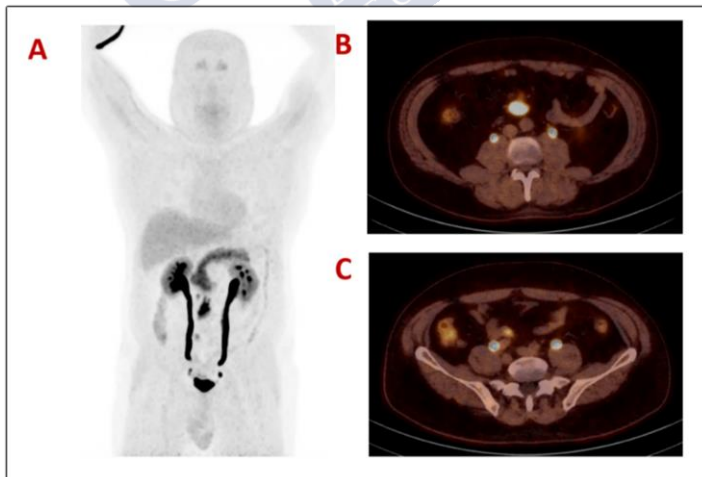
Estudio ^{18}F -FDOPA PET/TC en un paciente con TNE con tumor primario de origen desconocido.
